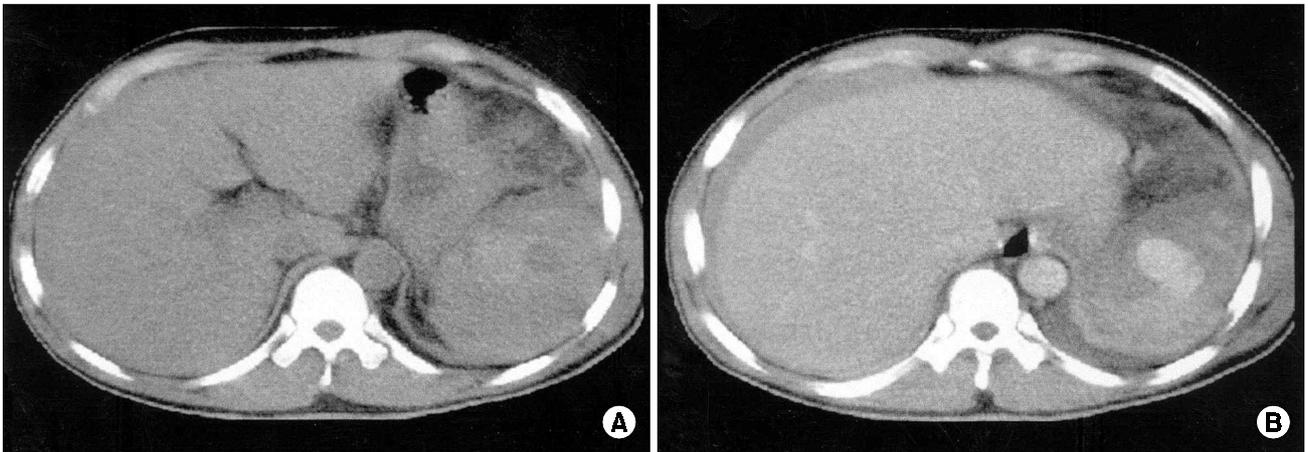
Follow-up computed tomographic scan showed large post-traumatic splenic artery aneurysm and contusion in splenic hilum, and large amount of hemoperitoneum. (A) pre-contrast scan, (B) post-contrast scan.
